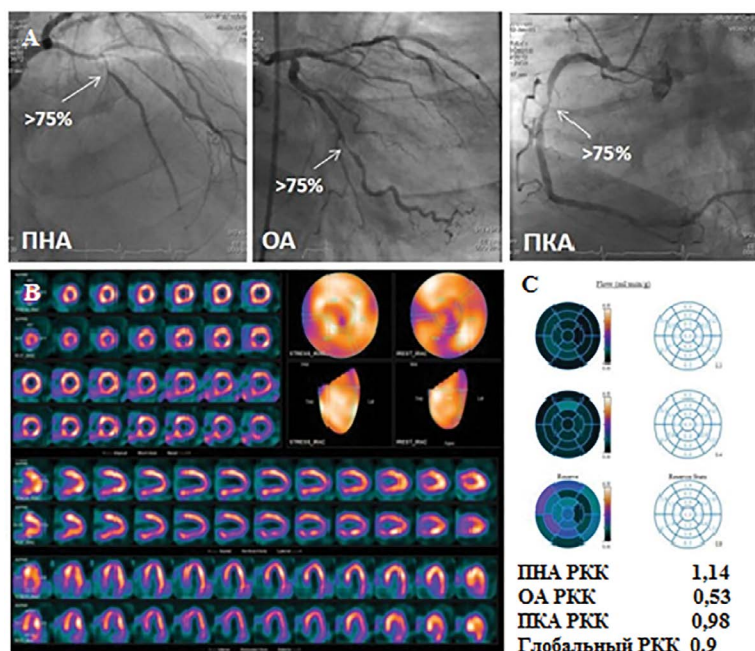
Клинический пример оценки миокардиального кровотока и коронарного резерва по данным динамической сцинтиграфии миокарда. Мужчина, 69 лет; хроническая сердечная недостаточность III класс по классификации Нью-Йоркской ассоциации кардиологов (англ. New York Heart Association, NYHA), дислипидемия, сахарный диабет II типа. По данным коронарной ангиографии, обструктивное поражение передней нисходящей, огибающей, правой коронарной артерий (А). По данным стандартной сцинтиграфии миокарда с ^{99m}Tc -МИБИ, достоверных данных о глубоких и распространенных дефектах перфузии не выявлено, феномен «сбалансированной ишемии» (В). По результатам динамической CZT-однофотонной эмиссионной компьютерной томографии, снижение глобального и регионарных значений резерва коронарного кровотока (С)
